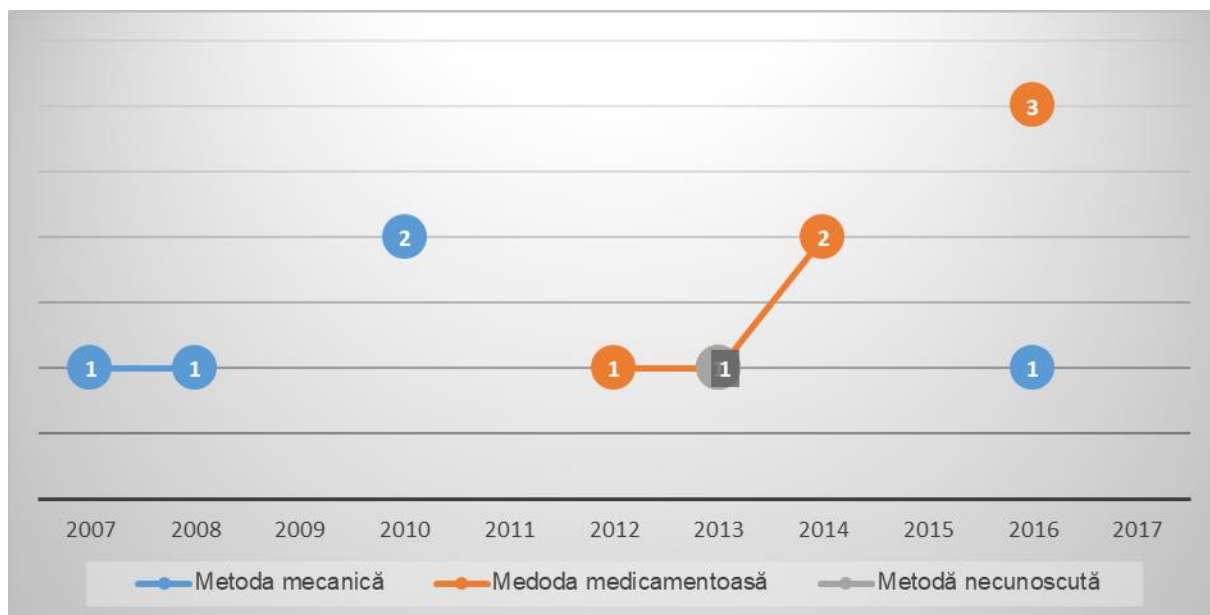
Evoluția metodelor de provocare ilegală a avortului în RM în perioada anilor 2007-2017 [93]
